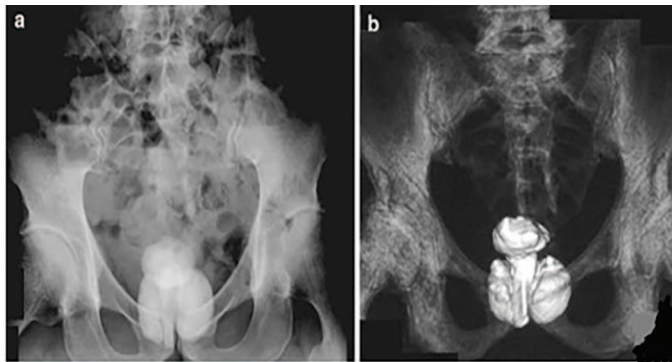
Гигантский камень предстательной железы (65×58 мм) по данным рентгенографии (а) и компьютерной томографии (б) [Заимствован у M. Hasegawa et al. [14]]
